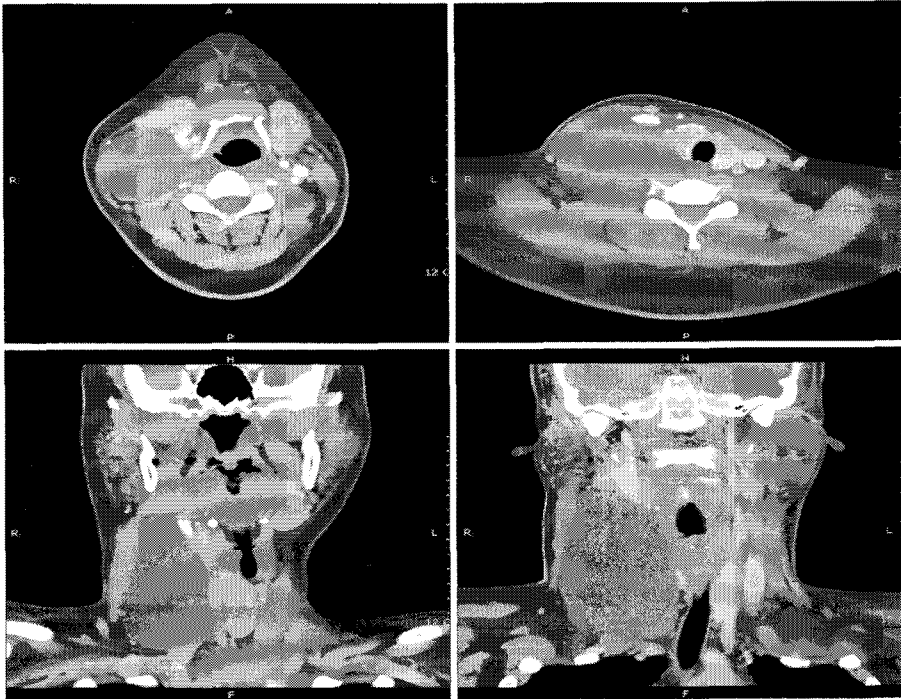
Initial contrast-enhanced NECK CT axial (A) and coronal (B) image takes before sclerotherapy. Just beside the Rt. Carotid artery, 10.3 × 5.8 × 4.5 cm sized huge cystic mass is seen. It is presented as hypodense, well demarking mass lying from neck Lv II, III, IV to subclavian triangle. The mass deviate trachea to the Lt.
